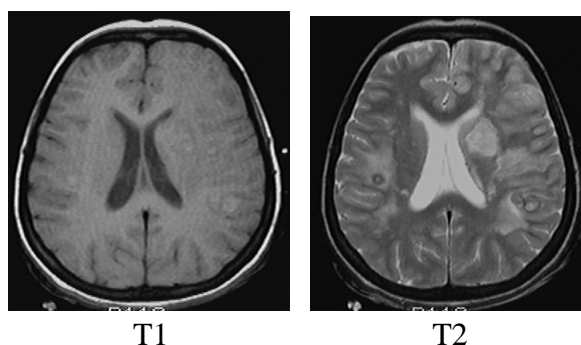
Imagens ilustrativas de ressonância magnética obtidas em T1 e T2 (Hornak, 1996)
